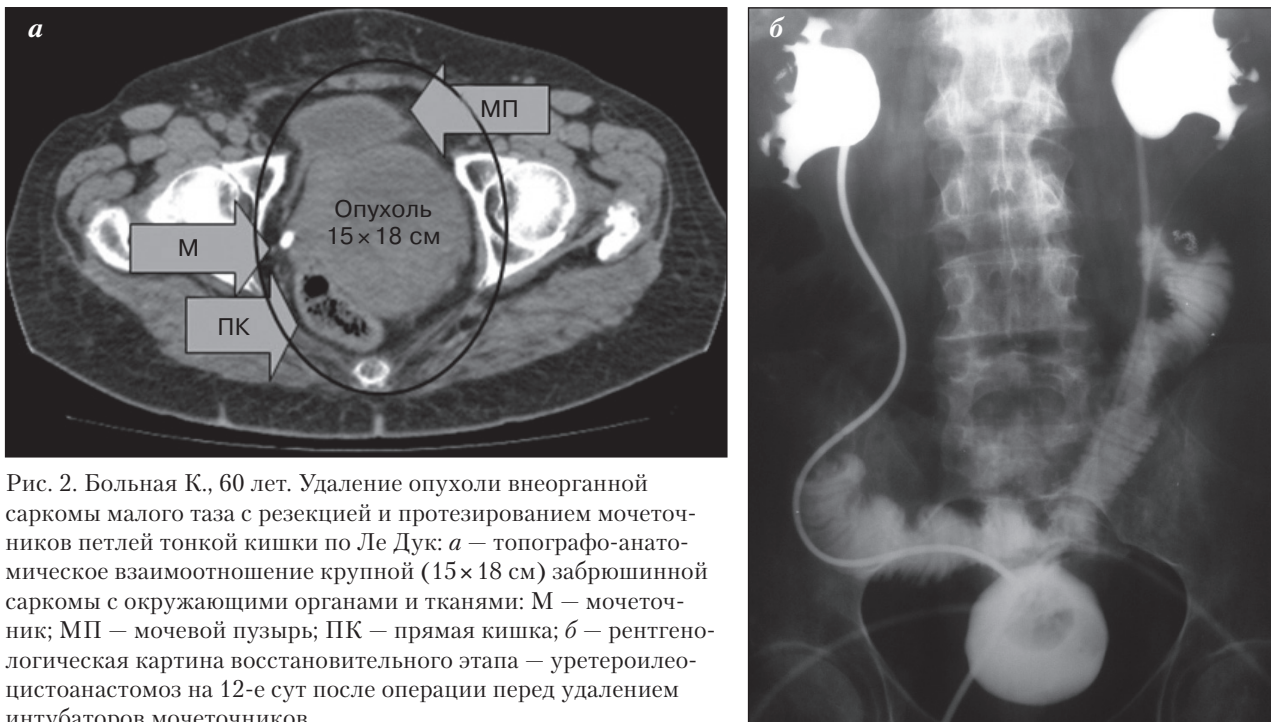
Больная К., 60 лет. Удаление опухоли внеорганный саркомы малого таза с резекцией и протезированием мочеточников петлей тонкой кишки по Ле Дук: *а* – топографо-анатомическое взаимоотношение крупной (15×18 см) забрюшинной саркомы с окружающими органами и тканями: М – мочеточник; МП – мочевой пузырь; ПК – прямая кишка; *б* – рентгенологическая картина восстановительного этапа – уретероилеоцистоанастомоз на 12-е сут после операции перед удалением интубаторов мочеточников
